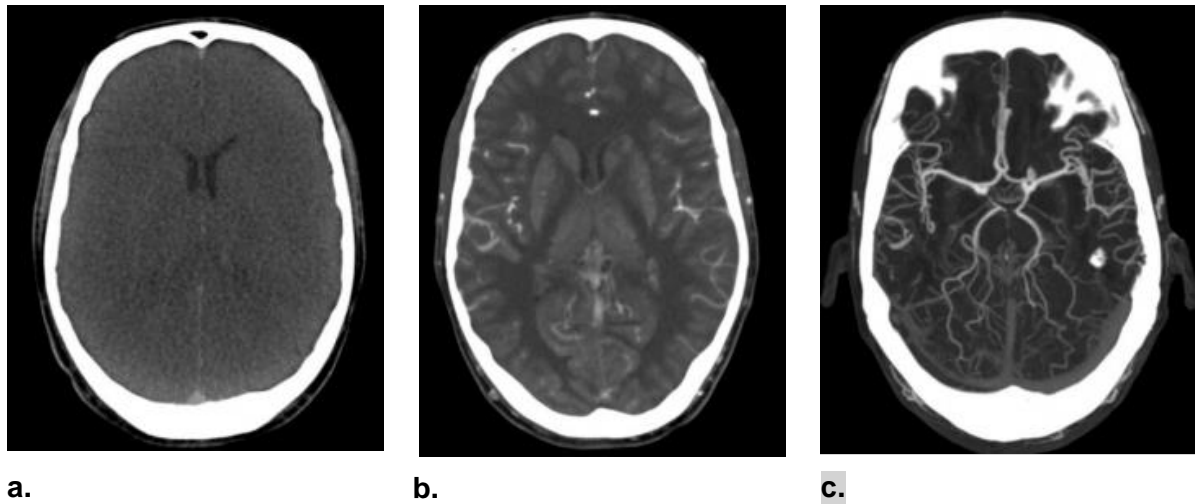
TC-PM e AngioTC-PM cerebral. (a) Imagem adquirida através de TC-PM onde mostra diferenciação corticomedular e sinais de edema cerebral; (b) Imagem de AngioTC-PM obtida após a injeção arterial de um meio de contraste mostrando intenso realce cortical; (c) Imagem *post-mortem* que apresenta projeção de intensidade máxima após a injeção arterial de um meio de contraste mostrando uma descrição detalhada da vasculatura arterial
